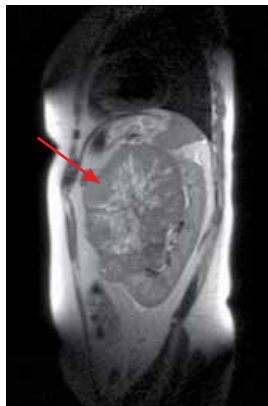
МРТ пациентки К. (2005). Единственная левая почка, опухолевое образование (указано красной стрелкой) размерами 11,2×9,2×15,3 см интимно прилежит к желудку и селезенке
